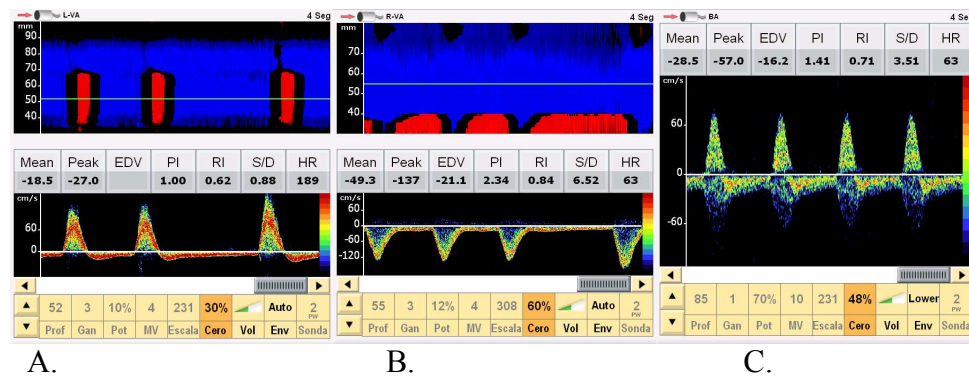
Robo de subclavia izquierda. A: Arteria vertebral izquierda con flujo invertido en modo M y Doppler por robo casi completo. B: Arteria vertebral derecha con hiperflujo compensador. C: Arteria basilar con robo parcial.
